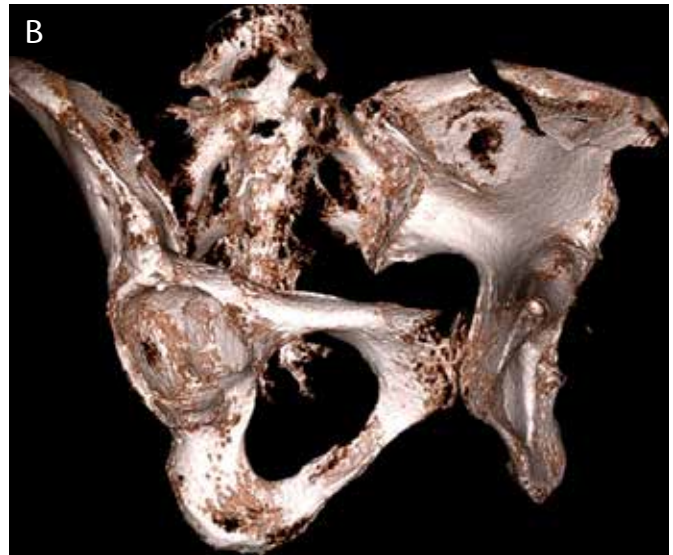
52-årig kvinna, fallit mot bordskant. Vänstersidig fraktur i bäckenvingen (a), ses bäst på CT och 3D-rekonstruktioner (b).
